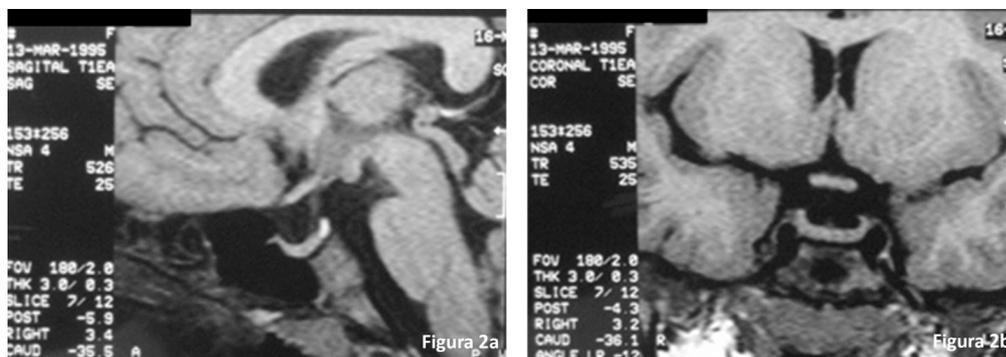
MRI silla turca postratamiento. En 2ª se aprecia el corte sagital. En 2b se presenta el corte coronal. Desaparición de hiperplasia hipofisaria.
